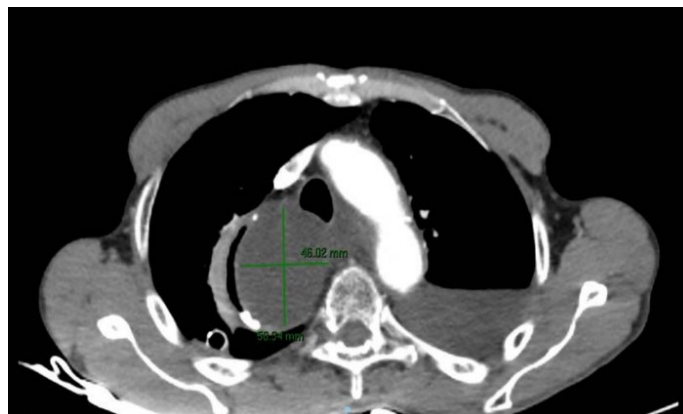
CT mặt cắt ngang cho thấy hình ảnh khối u thực quản 1/3 giữa sau hóa xạ trị tân bổ trợ
